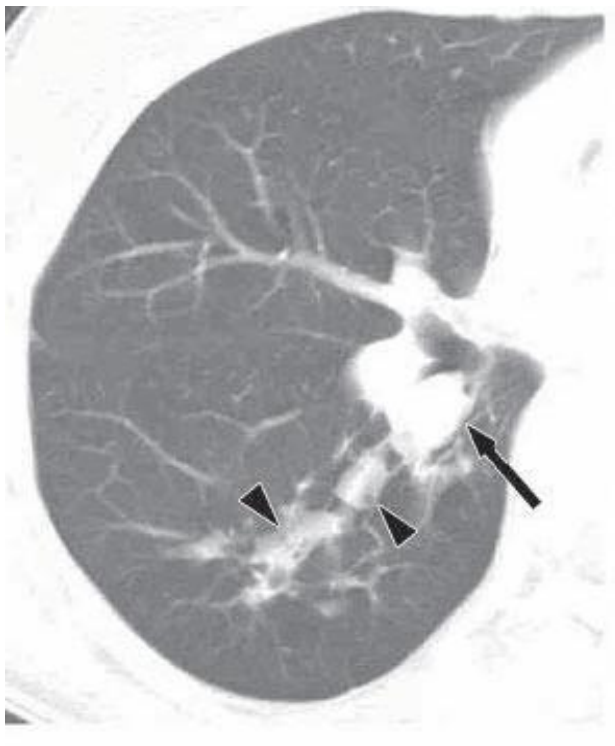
acquisizione TC assiale (0,5 mm di spessore):
